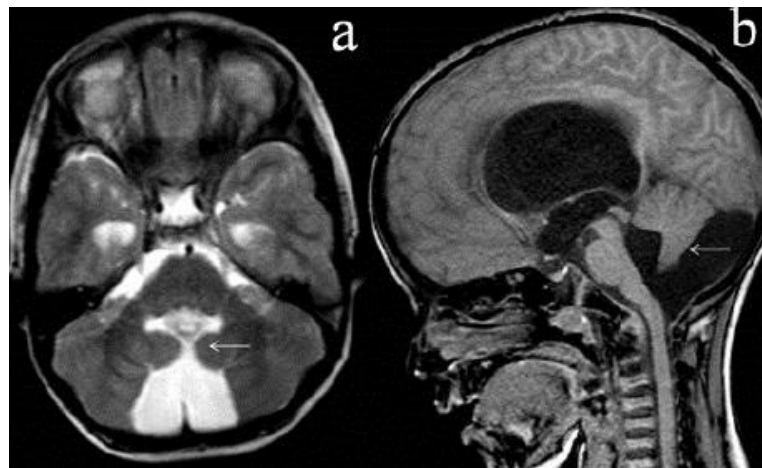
Gambaran CT Scan pada Dandy Walker Variant Memerlihatkan Hipoplasia Vermis Serebelum.¹¹
